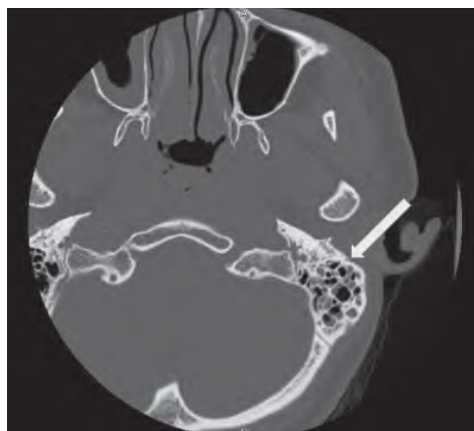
КТ височных костей: пневматизация ячеек сосцевидного отростка нарушена, в полости ячеек определяется жидкостное содержимое
